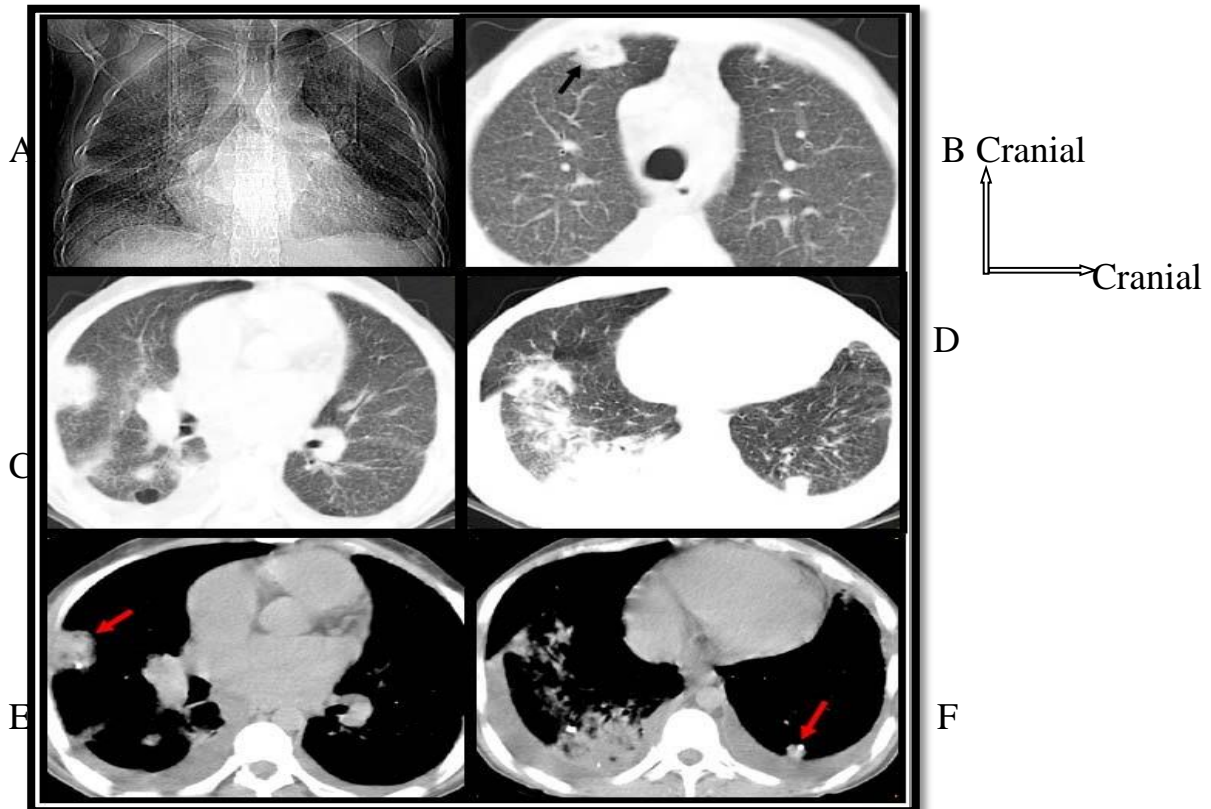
Radiographie standard de face et TDM thoracique, coupes axiales, fenêtre parenchymateuse et médiastinale [31]. :
